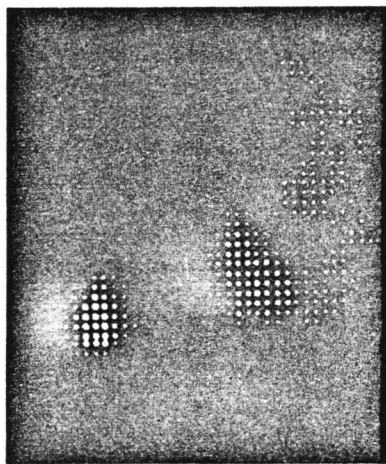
Adrenal scintigraphy: ^{131}I -19-cholesterol. Both side adrenal hypertrophy and hyperfunctioning.
